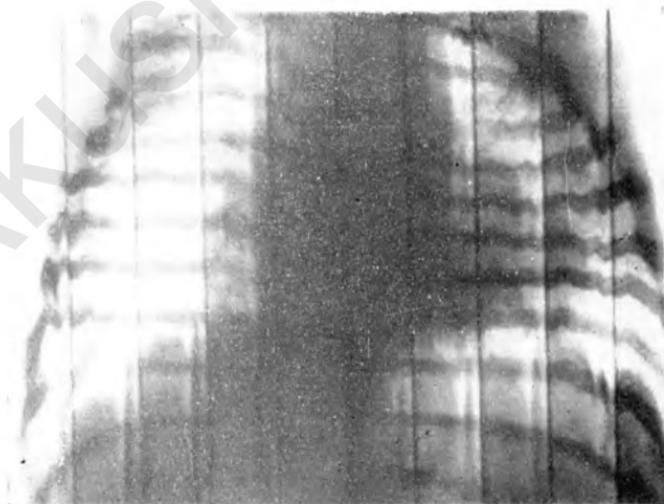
Рентгенокимограмма Мариньы П., в тот же день. Резкая деформация диафрагмальных зубцов вследствие спазма мускулатуры диафрагмы. Участки гиперпневмотоза и гипопневмотоза в легких.
